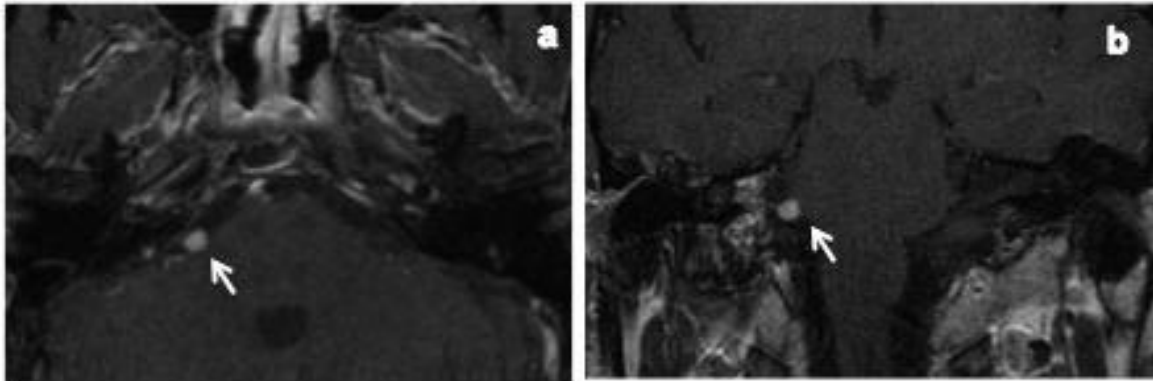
RM con contraste en cortes axial (a) y coronal (b) realizada 52 meses tras la segunda intervención quirúrgica. Se observa captación de contraste nodular adyacente a tronco encefálico, en lado derecho (flechas).
